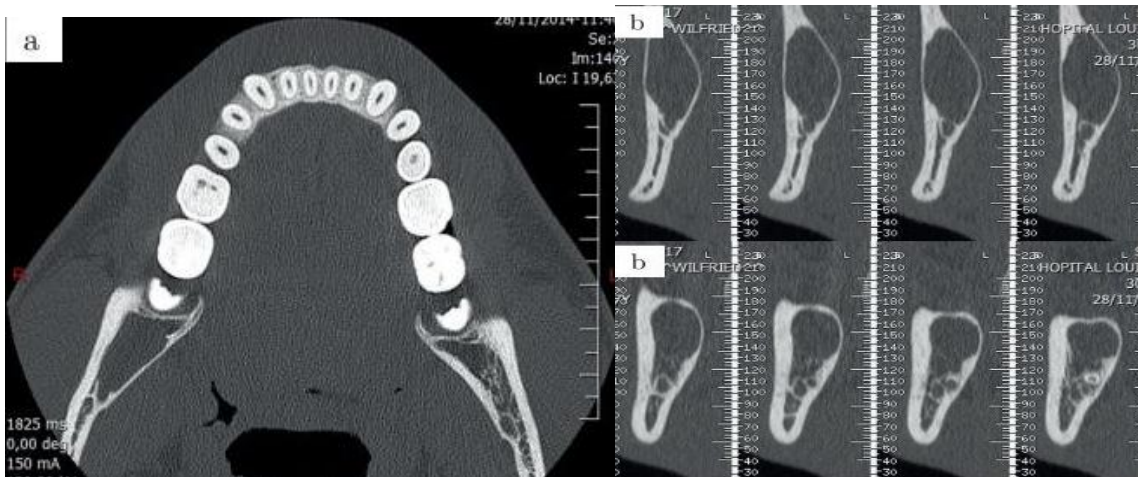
TDM. Coupes axiale (a) et sagittales (b) montrant le contact étroit de la racine de la 48 avec le nerf alvéolaire inférieur et la racine distale de la 48, l'expansion de la corticale interne et l'amincissement des corticales externe et interne. [54]
